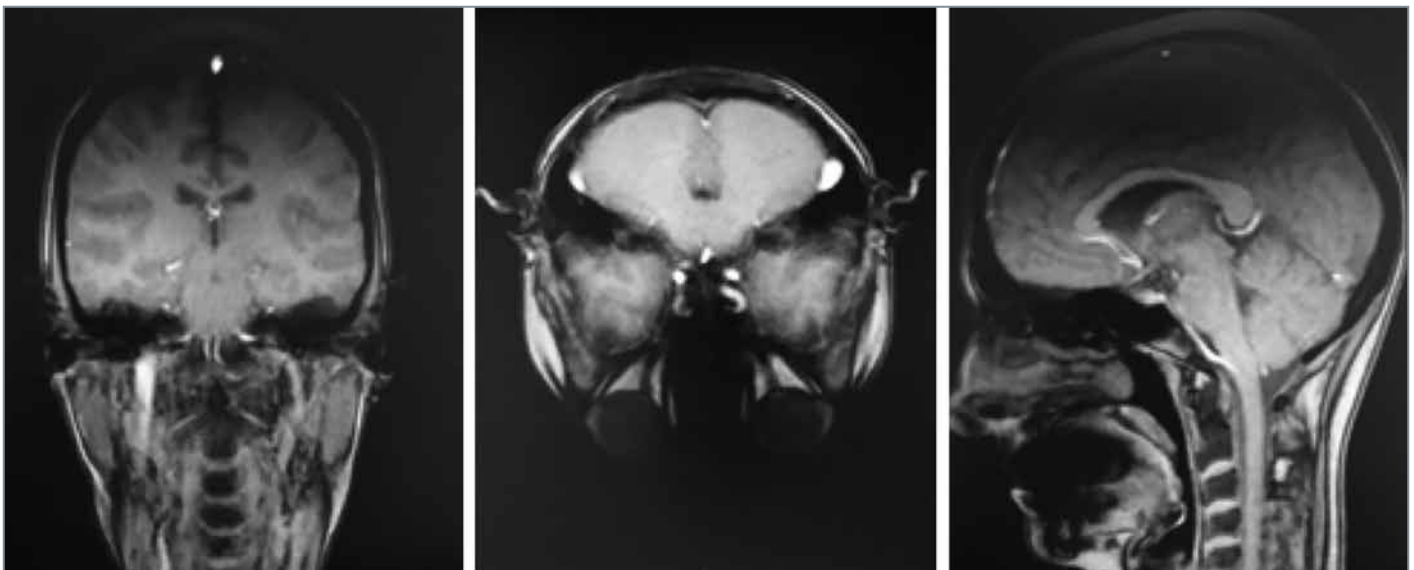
Данные МРТ головного мозга
